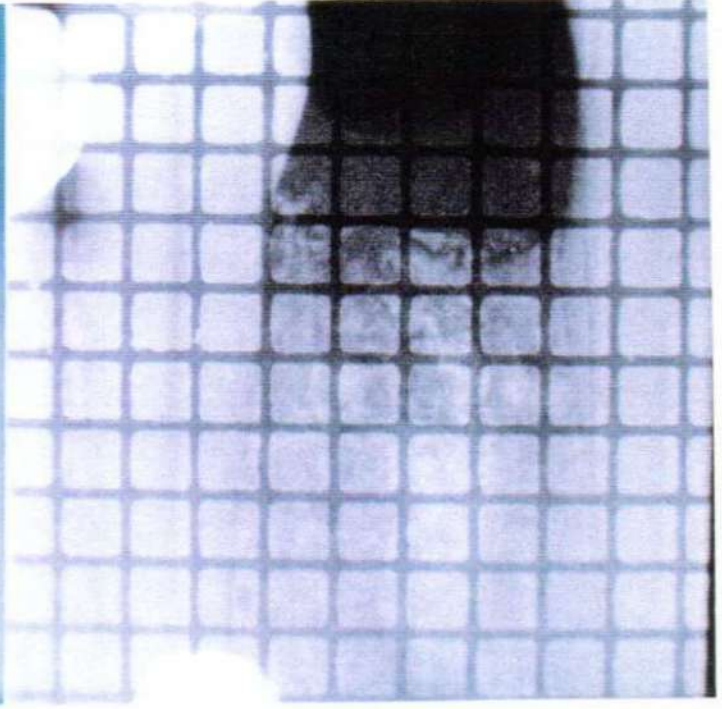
Caso Clínico No.6. Radiografía periapical post-operatoria inmediata.
